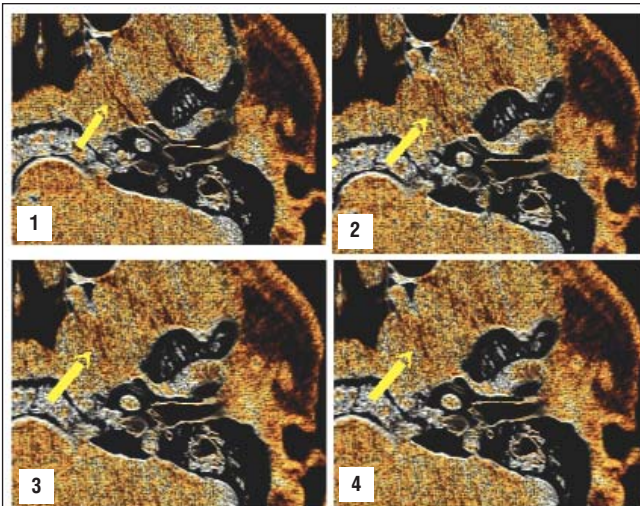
3D-реконструкции левой слуховой трубы в косоаксиальной плоскости. Поочередная серия (1–4) динамического исследования левой слуховой трубы пациента Г., 53 года. На томограммах стрелками показана практически не меняющая своей ширины хрящевая часть слуховой трубы
